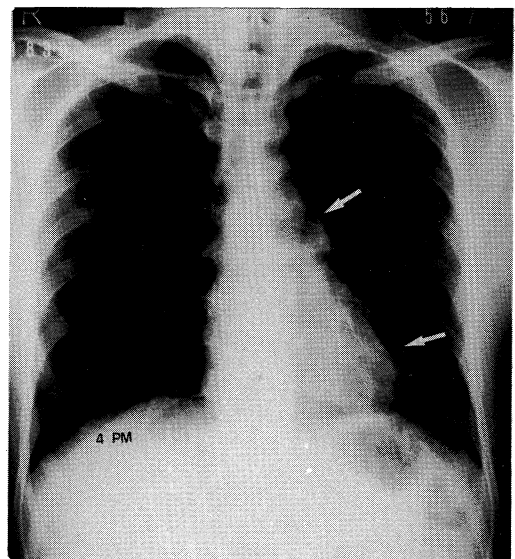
Chest X-ray. 4th day after OHP.
